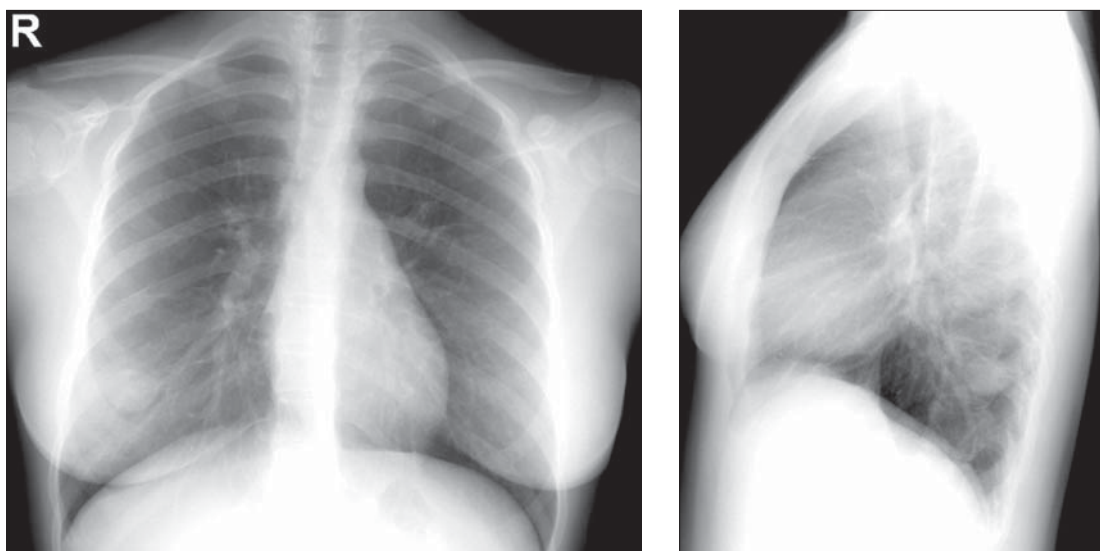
Hamartom pulmonar. Radiografii toracice PA și LL. Opacitate rotundă, în segmentul 10 al lobului inferior drept, bine delimitată, cu structură mai inhomogenă cu calcifieri.
